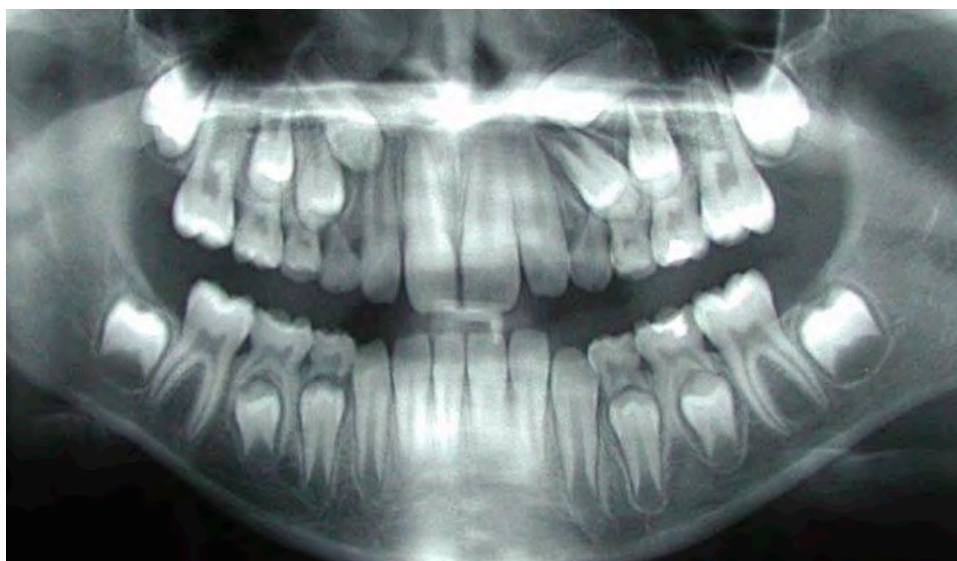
(Service d'odontologie pédiatrique -Toulouse) Radiographie panoramique montrant la déviation des 13, 23 et 24 incluses, par rapport à leur axe d'éruption physiologique.
